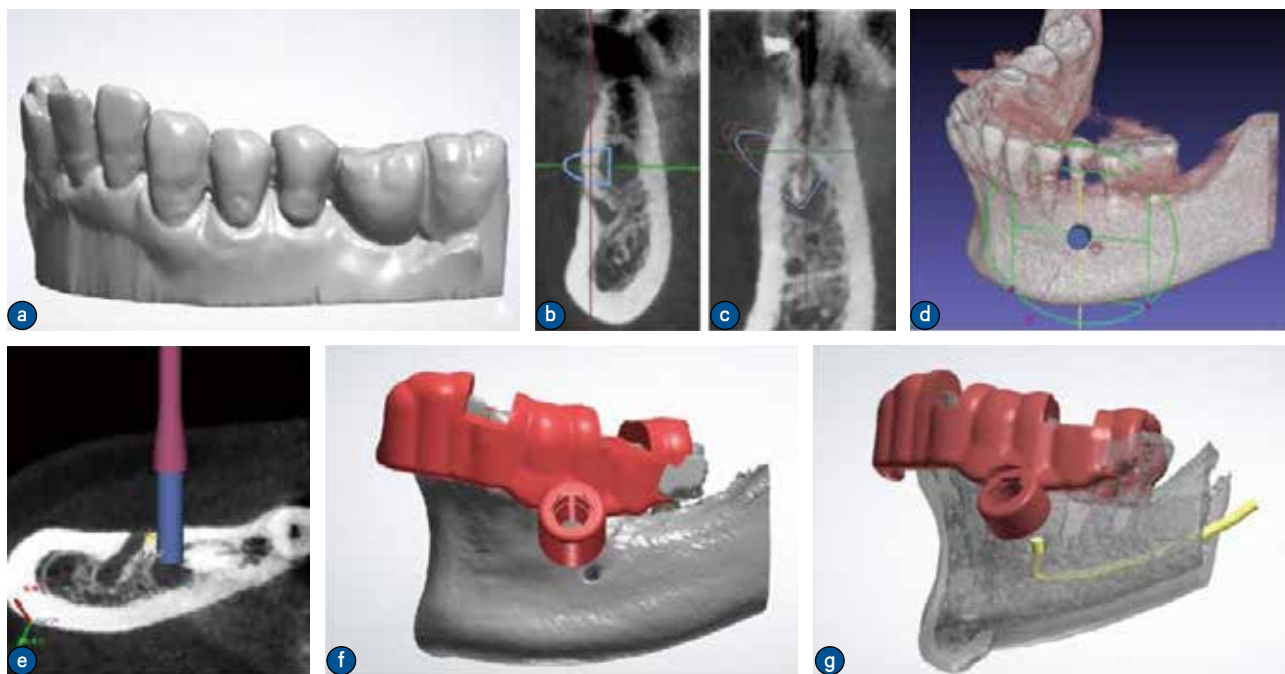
数字化显微根尖手术导板设计 A: 数字化口扫图; B: CBCT 冠状面设计 0° 根尖切除角度导致与颈孔重叠; C: CBCT 冠状面设计调整根尖切除角度平行于颈孔, 根切角度约 10° ; D: CBCT 三维重建图示环钻导板边缘距颈孔约 2mm; E: CBCT 轴面显示环钻导板颊侧入路距颈孔 2mm; F: 环钻导板就位三维重建图像显示环钻与颈孔距离 2mm; G: 环钻导板就位三维重建图像显示环钻与颈神经位置关系
